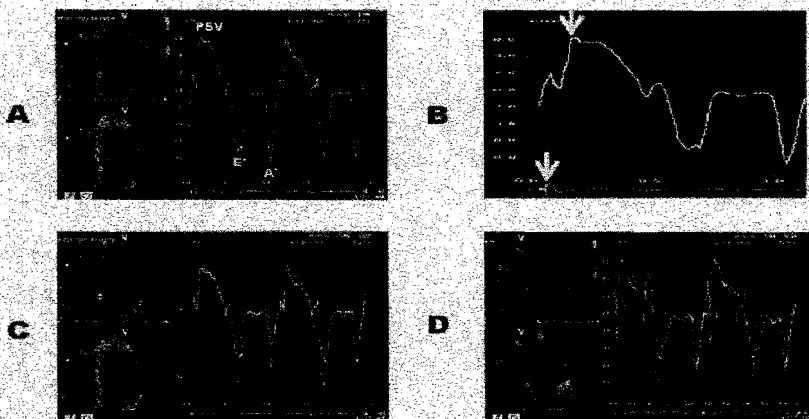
Evaluación de la sincronía ventricular Doppler tisular.
